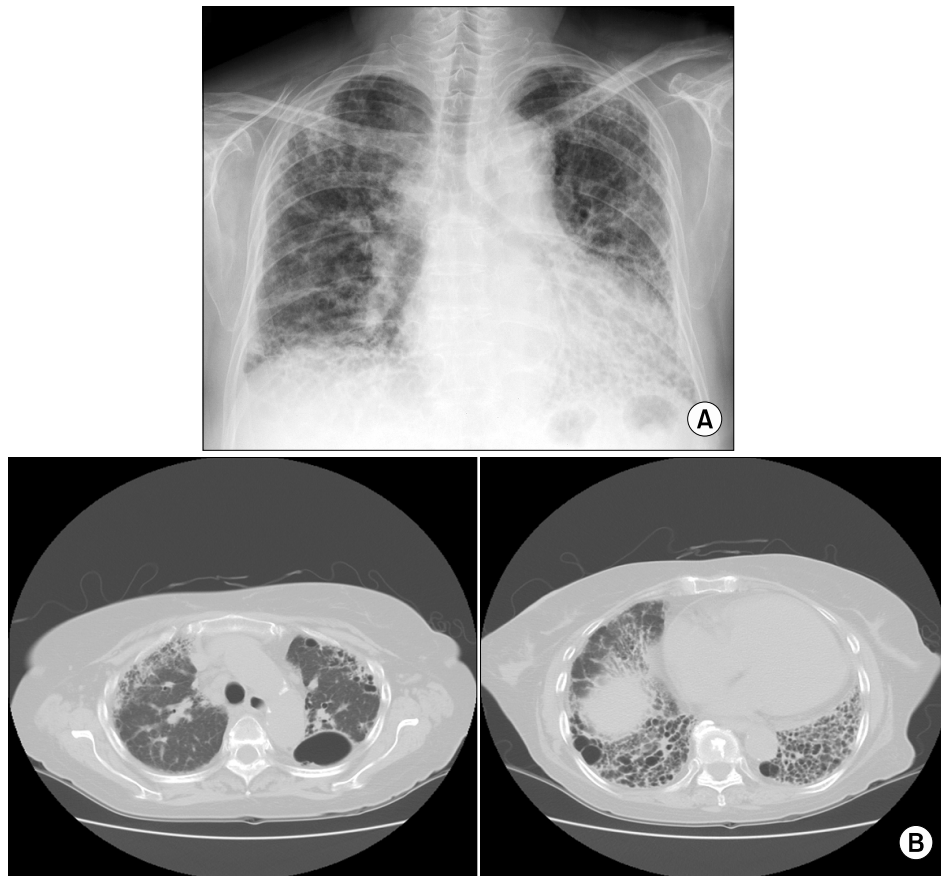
Plain radiography of chest (A) and high resolution computed tomography of lung (B) demonstrate interstitial infiltrates, bullae and the honeycombing appearance on whole lung fields.
